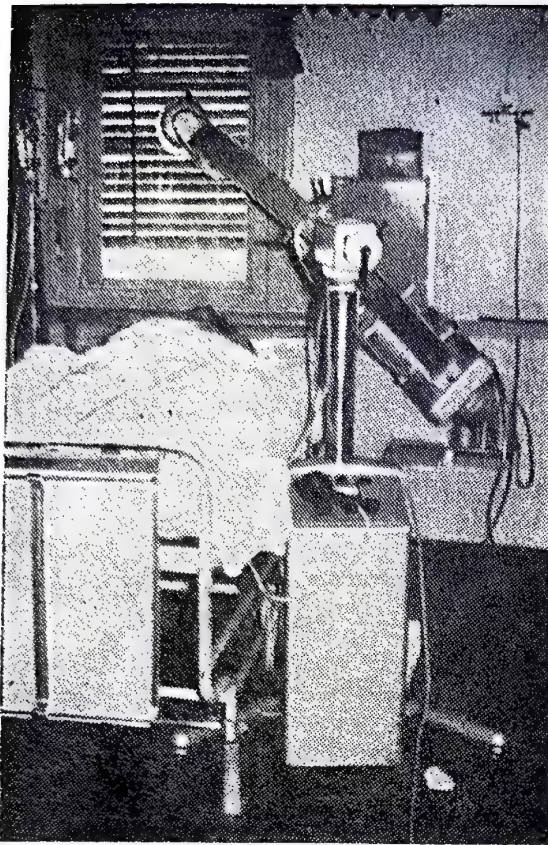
Roentgendiagnostic la patul bolnavului cu aparat portativ.
